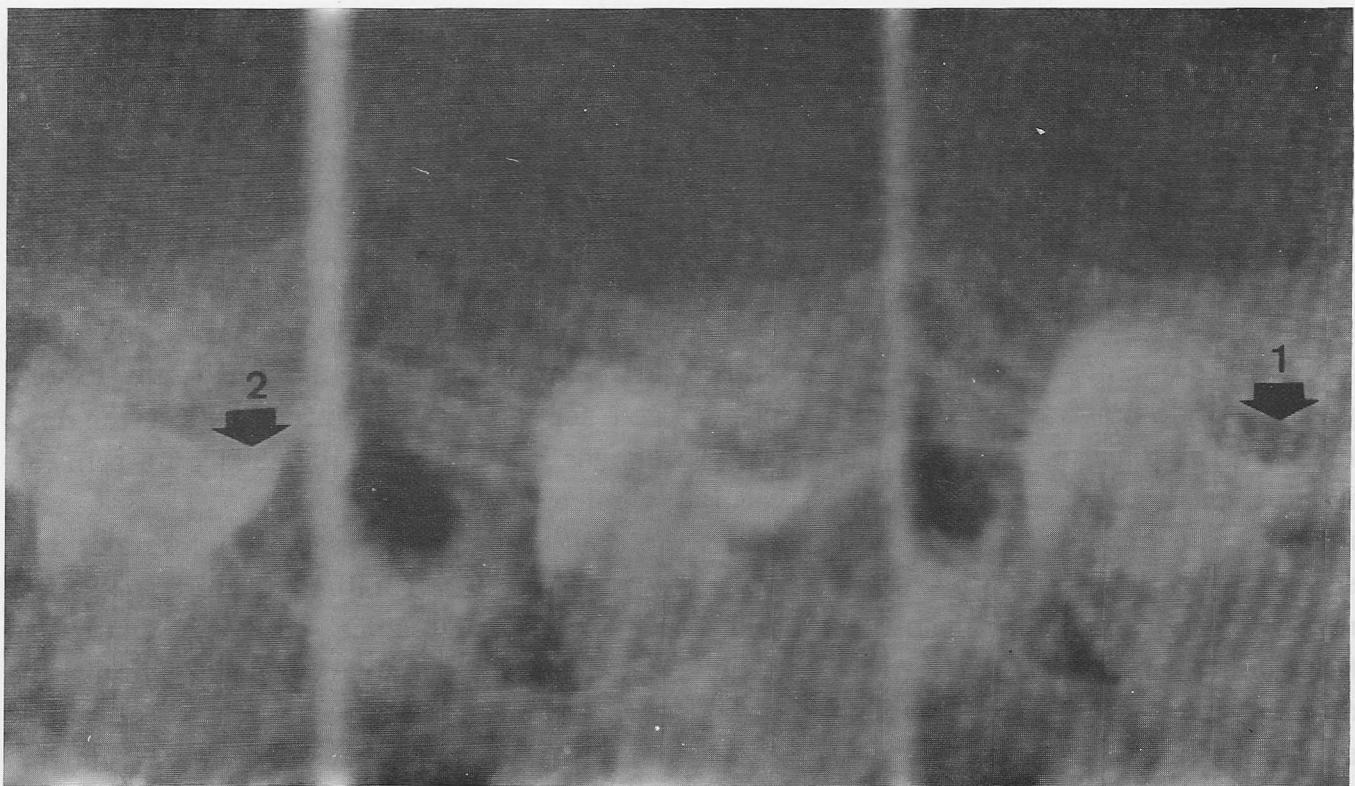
A artrotomografia inicial (lado direito) na qual as setas estão indicando, em boca fechada e em boca aberta (1 e 2, respectivamente), a presença de luxação anterior irredutível do disco.
